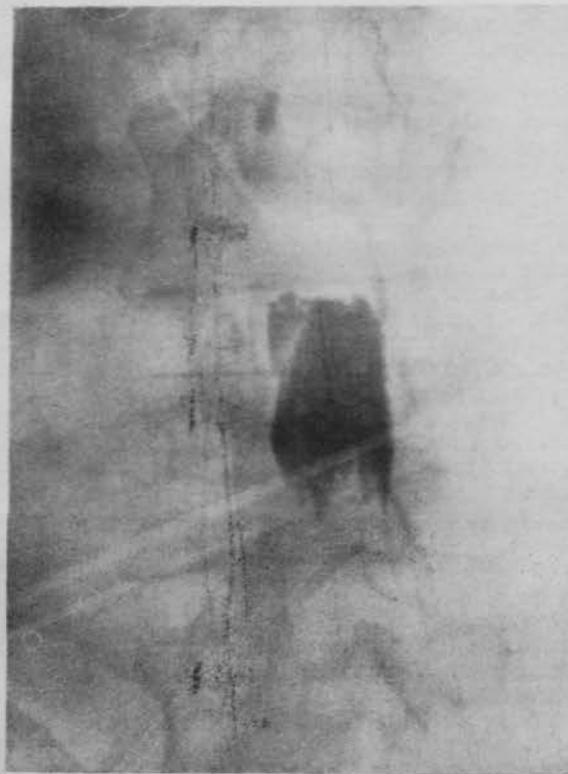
Caso 1.—Típica imagen en "peine" de la detención hipodolada, en la radiografía anteroposterior.
